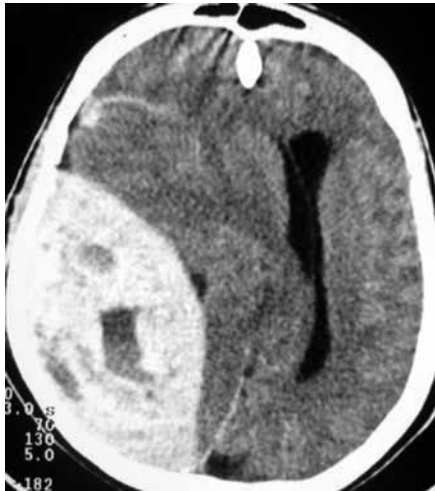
TC de crânio sem contraste com volumoso hematoma epidural parietal direito, desvio das estruturas da linha média, densidade mista e presença do sinal do redemoinho.
